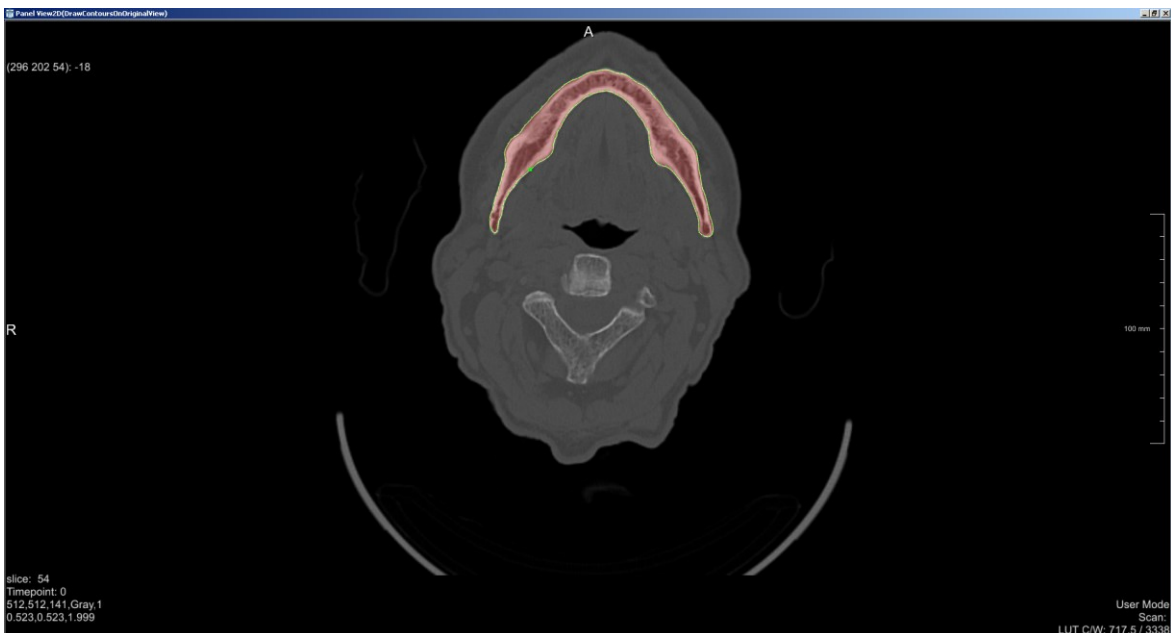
Manuelle schichtweise Segmentierung. Die Abbildung zeigt den Schnitt eines CT-Bildes. In dieser Schicht wurde der Unterkiefer bereits manuell segmentiert.
